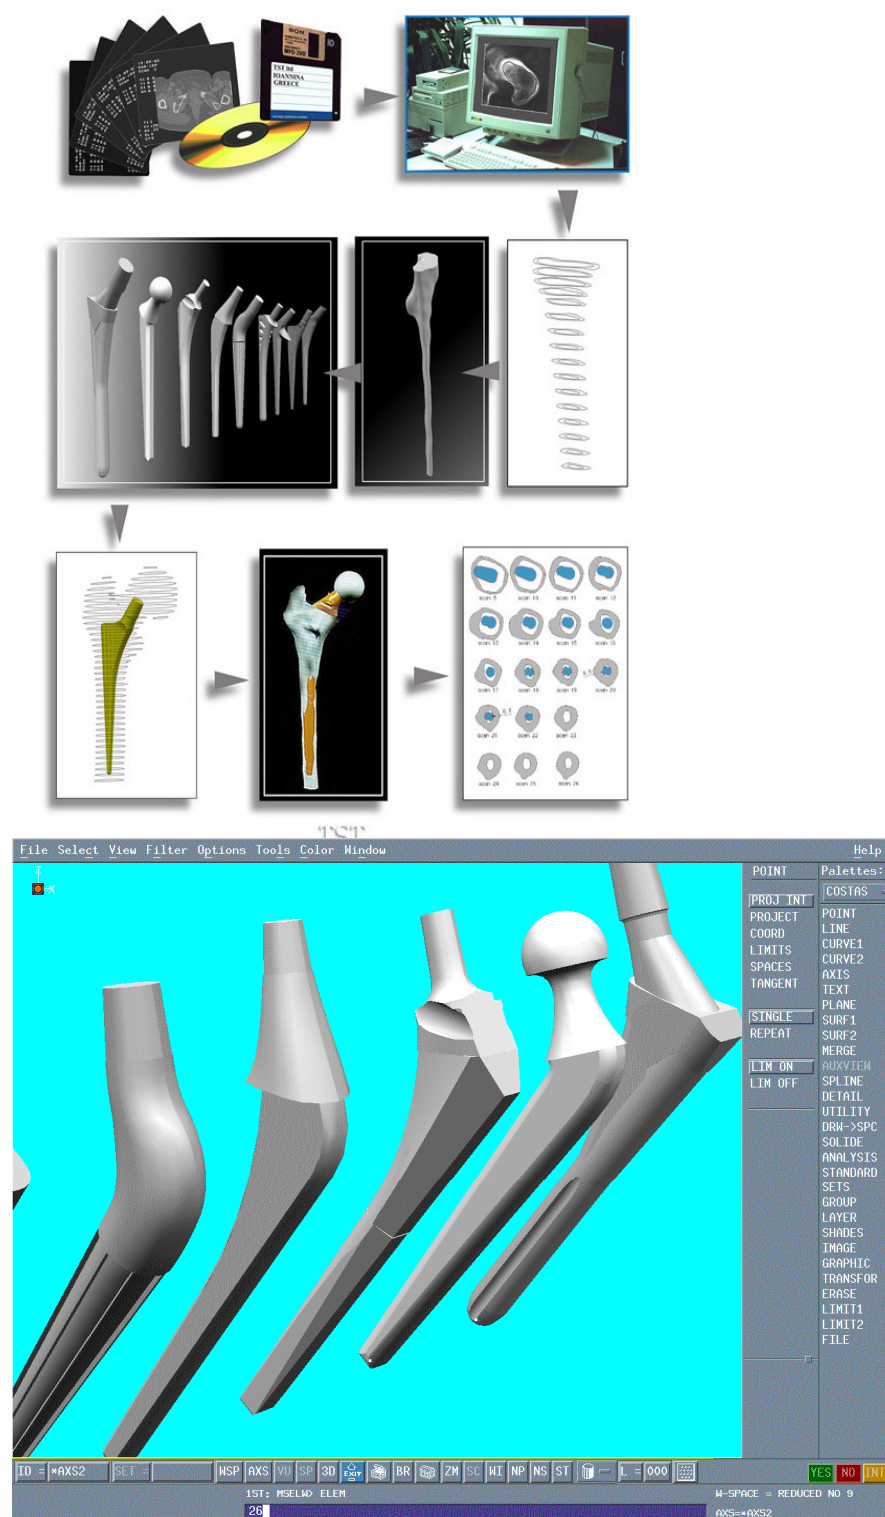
Ανασύνθεση εικόνας από CT με χρήση προγράμματος επεξεργασίας εικόνας. (Από το προσωπικό αρχείο του καθ. Θεόδωρου Ξενάκη).
